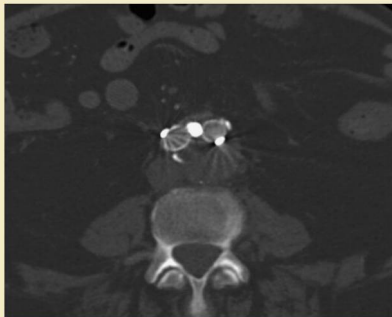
Embolización de una endofuga de tipo 2. TC postintervención que muestra la cavidad de una endofuga rellena con espirales y adhesivo.
